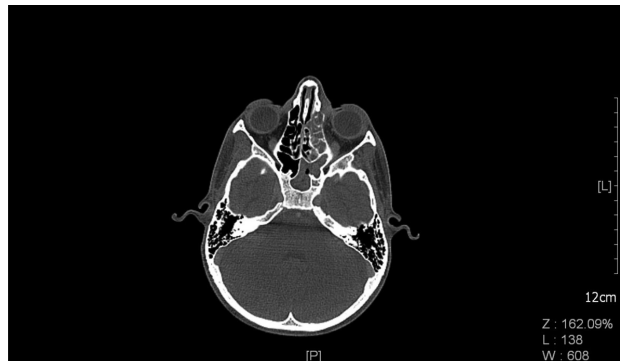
КТ високої роздільної здатності навколосинових пазух пацієнта К. на момент госпіталізації: ознаки лівого бічного сфеноетмоїдиту
